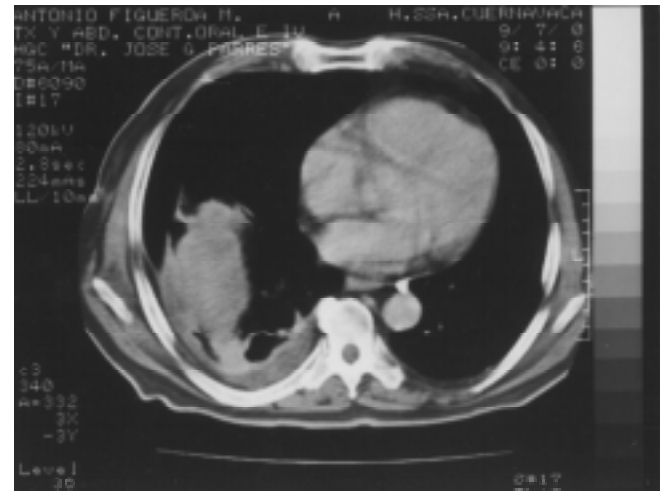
Tomografía axial computada con informe de trayecto fistuloso basal derecho.
